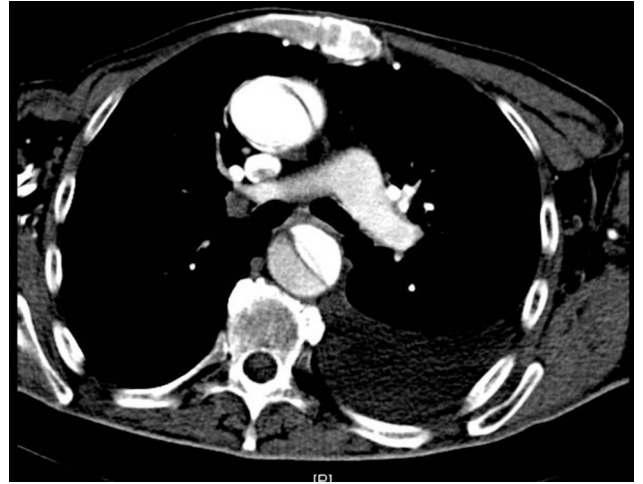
Imagen de TAC torácica que muestra disección aórtica tipo A y derrame pleural izquierdo.
